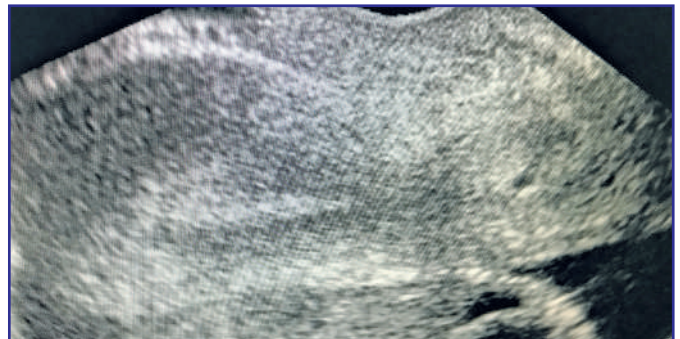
Ультразвуковая картина прогрессирующей шейечной беременности малого срока у пациентки Г. [данные получены авторами] / Ultrasound picture of a progressive cervical pregnancy of a short term in patient G. [data obtained by the authors]
